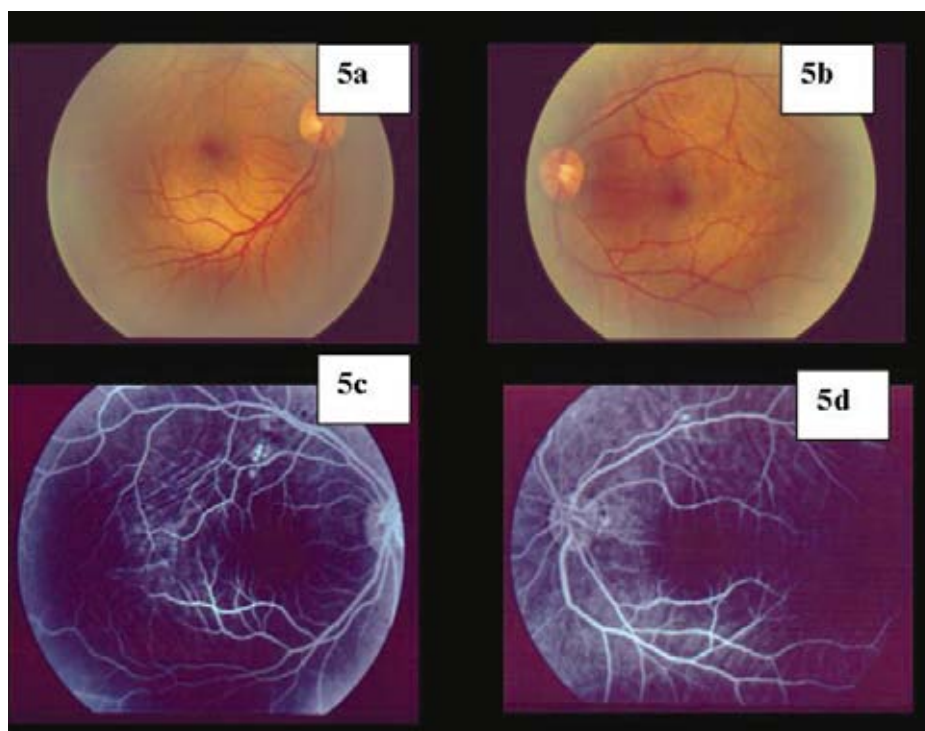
Paciente del caso 4. 5a) Ecografía modos A y B del OD. 5b) Retinografía en color del OD. 5c, d) Fluorangiografía del OD.
